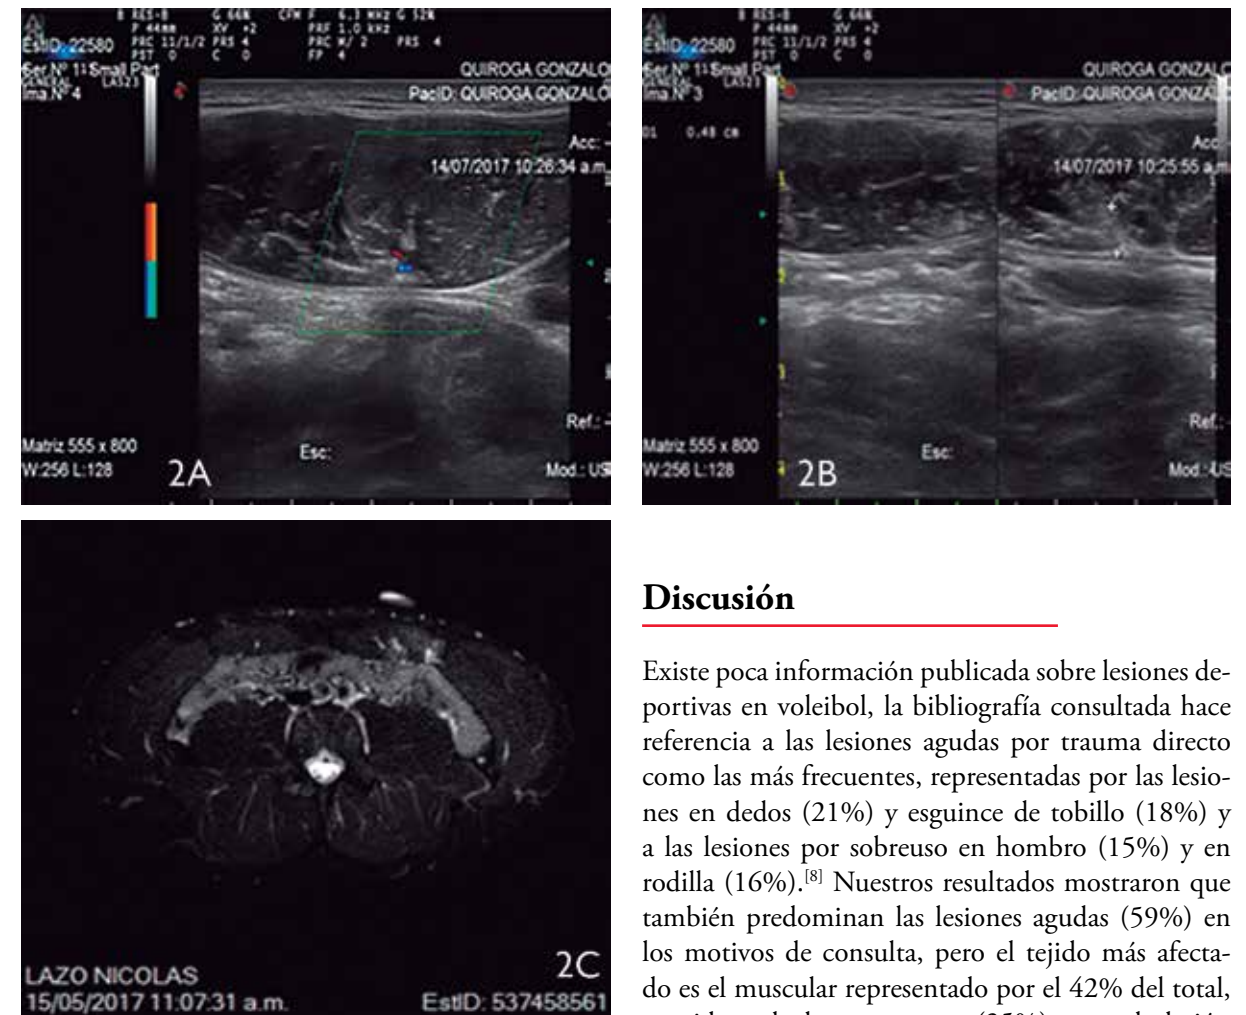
A) Imagen ecográfica desgarro muscular (grado II) en recto abdominal izquierdo infraumbilical. B) Imagen ecográfica doppler evidenciando hipervascularidad en zona de desgarro. C) Imagen de resonancia magnética (RM) corte axial en T2 se observa hipertrofia asimétrica de recto izquierdo con imagen hiperintensa compatible con desgarro muscular del RA (grado II).
